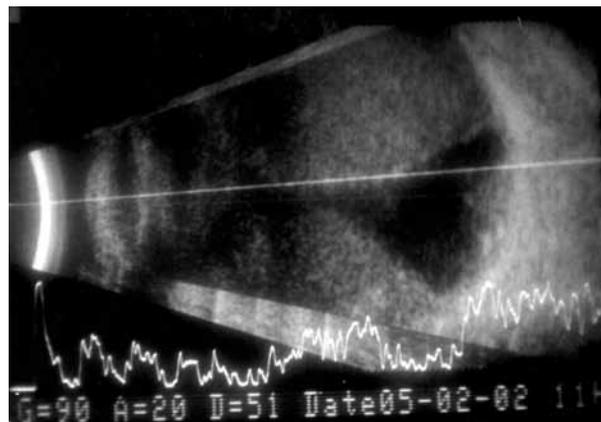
Ecografía ocular. Desprendimiento corioideo ecogénicamente lleno, que pone de manifiesto el contenido hemático (cortesía Dra. S. Duch).
